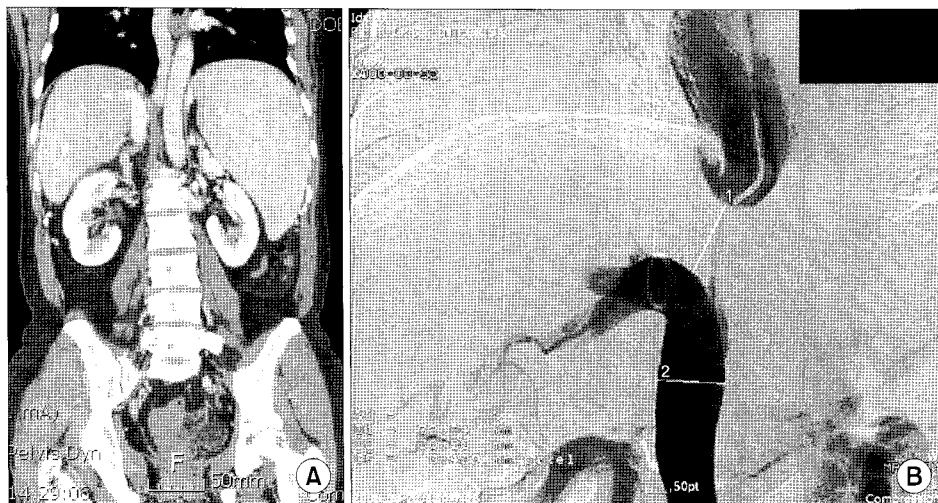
(A) Preoperative CT & (B) preoperative venocavography shows the interruption of IVC.
